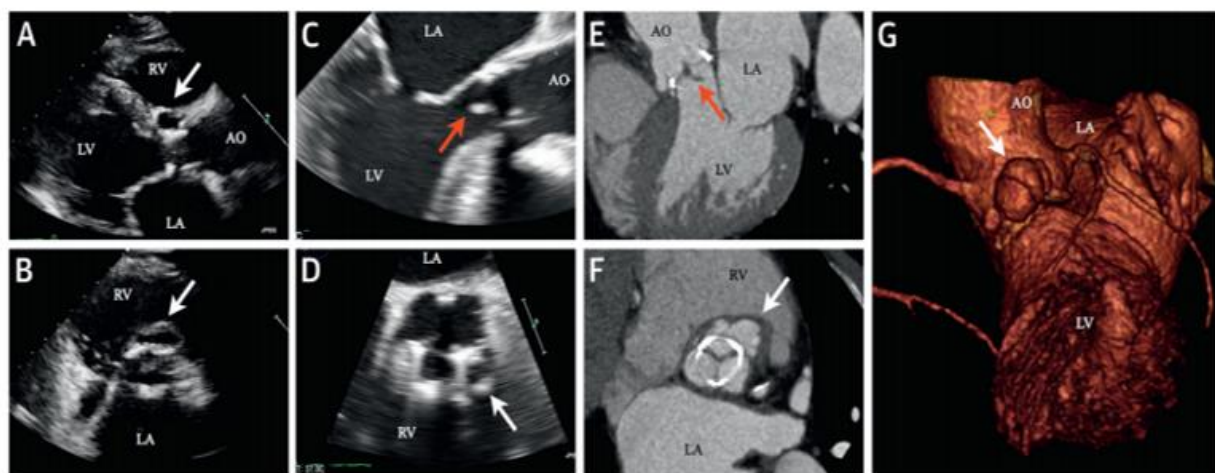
Визуализация межкоронарной псевдоаневризмы и вегетаций аортального биопротеза различными методами (трансторакальная ЭхоКГ, чреспищеводная ЭхоКГ, компьютерная томография)
